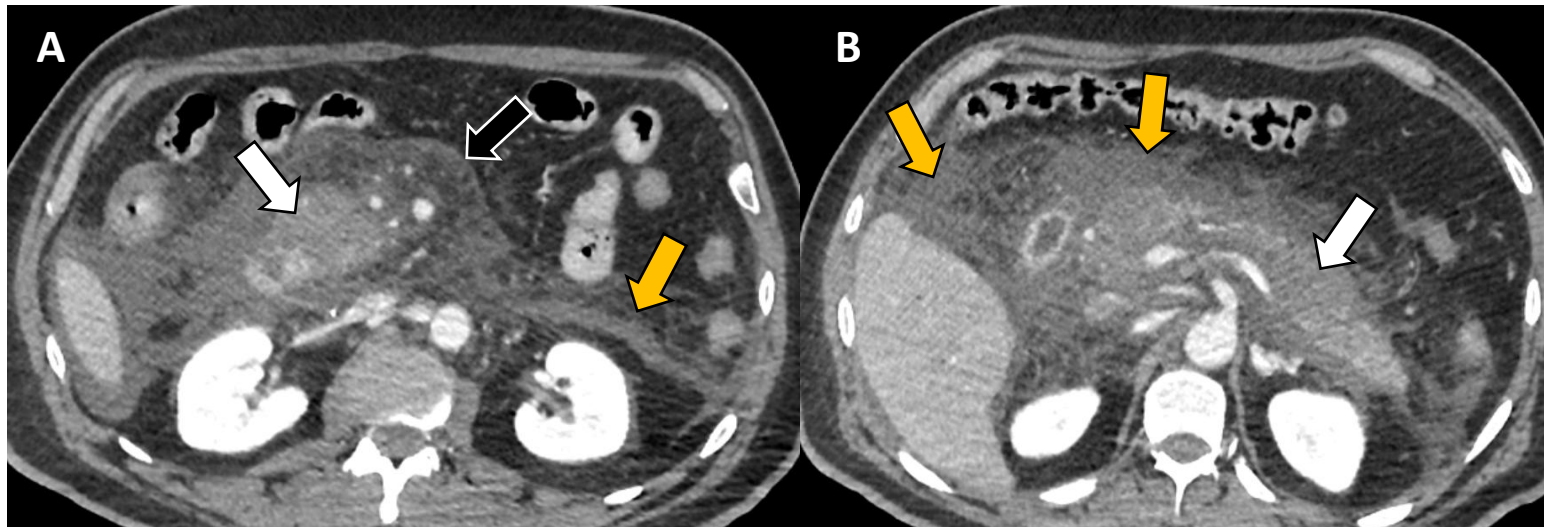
TC axial portal (A,B) muestra pancreatitis aguda: páncreas aumentado de tamaño con hipocaptación de contraste (*flecha blanca*), aumento de densidad de la grasa mesentérica (*flecha negra*) y líquido peripancreático con extensión perihepática y por fascias pararrenales (*flecha naranja*).
